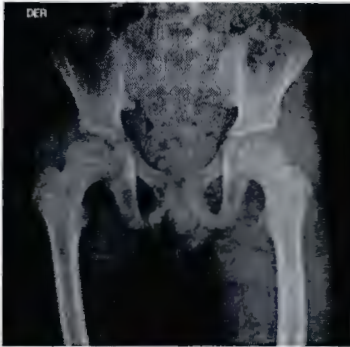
Radiografía de cadera con disminución del espacio articular, esclerosis de los bordes y lesión del cartilago.
